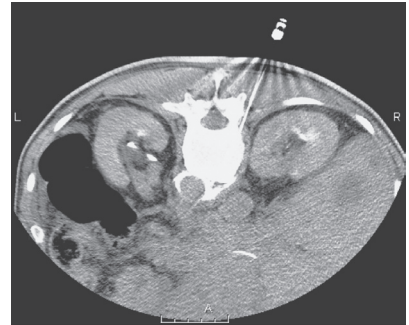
経椎間板アプローチでの腹腔神経叢ブロック時のCTでの造影剤の拡がり
